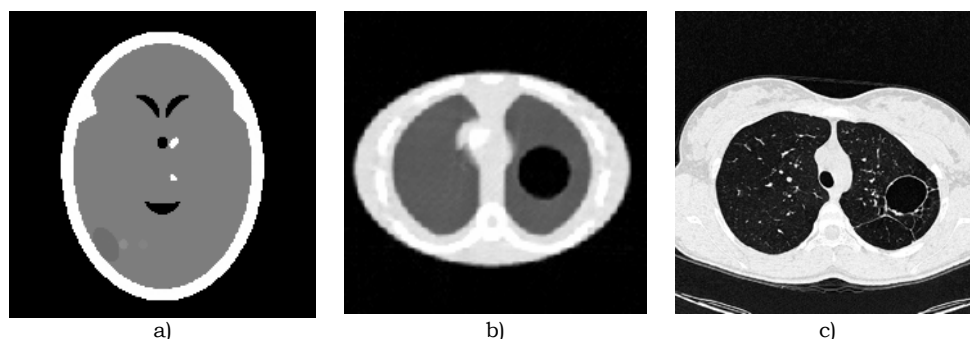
Primeiro conjunto de imagens: a) fantoma do cérebro com tumor de baixo contraste, na região inferior esquerda da imagem; b) fantoma torácico com bolha de ar pulmonar no pulmão à direita na imagem; c) imagem real de TAC de alta resolução de um paciente com uma grande bolha de ar pulmonar.
